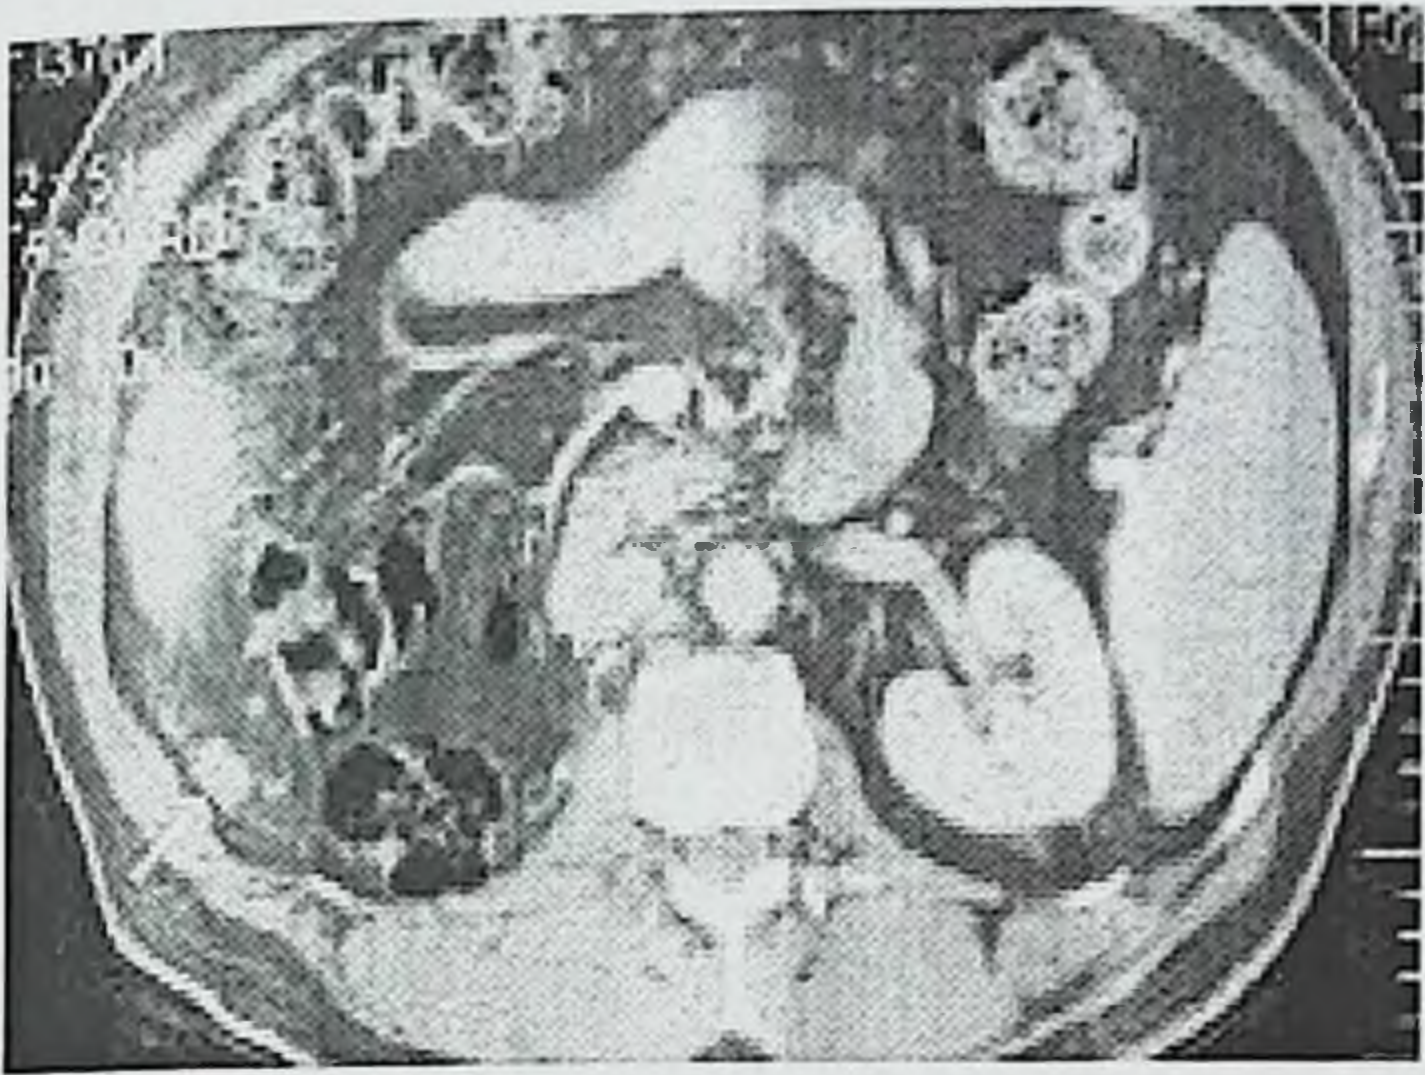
КТ картина рецидива рака почки после обычной нефрэктомии
